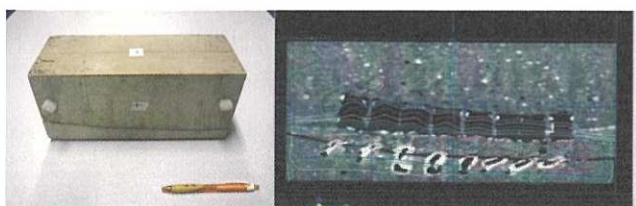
脊椎ファントムの外観（左図）と矢状面CT画（右図）
